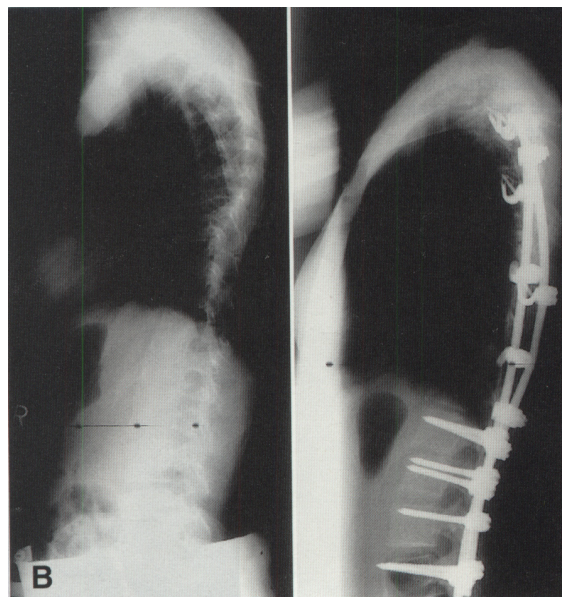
Laterales Röntgenbild einer idiopathischen Adoleszentenskoliose vor und nach Operation (Knochengruppe)
